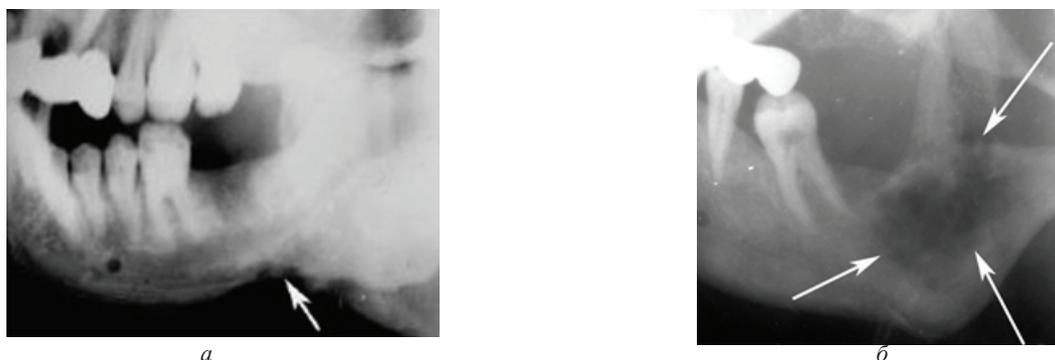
Рентгенограммы больных со вторичным раком нижней челюсти (а – опухоль распространяется со стороны мягких тканей дна полости рта, б – со стороны альвеолярного отростка). Распространение опухоли на костную ткань челюсти указано стрелками
